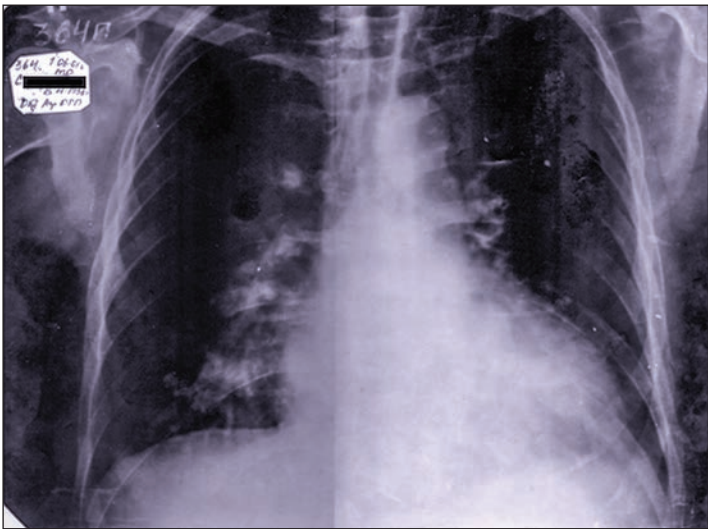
Больной С. Рентгенографическая картина при диффузном миокардите до лечения
